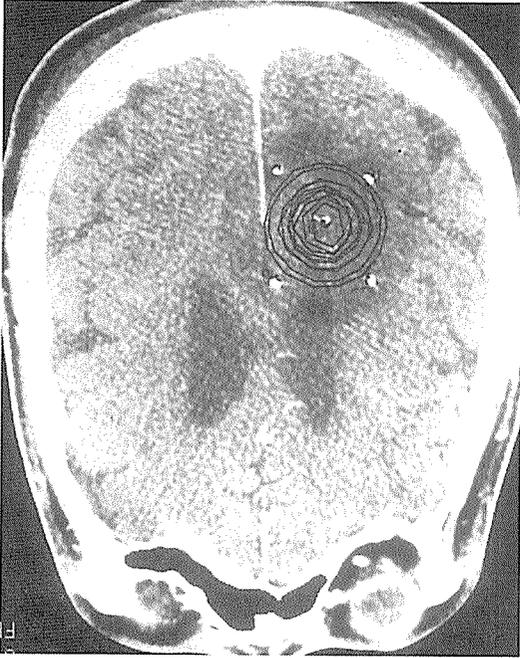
뇌암의 방사선치료-등선량곡선의 분포가 종양을 충분히 포함하고 있는 모습
